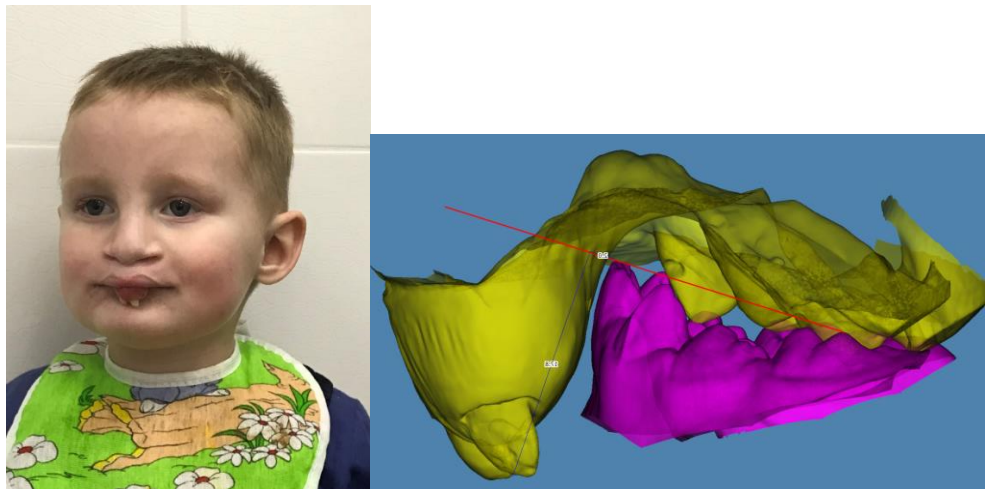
Пациент М., 3года, с протрузией межчелюстной кости.
